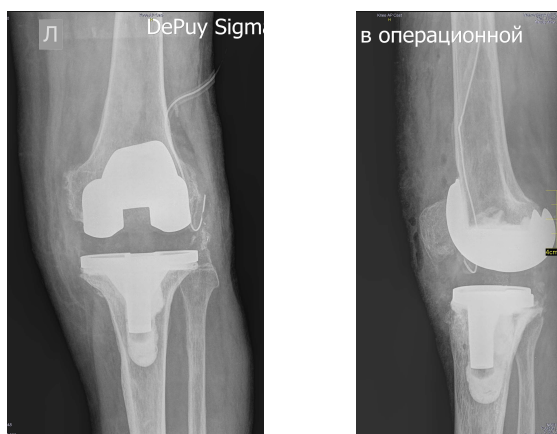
Рентгенограммы левого коленного сустава пациента Ю. после выполнения резэндотезирования эндопротезом De Puy Sigma
